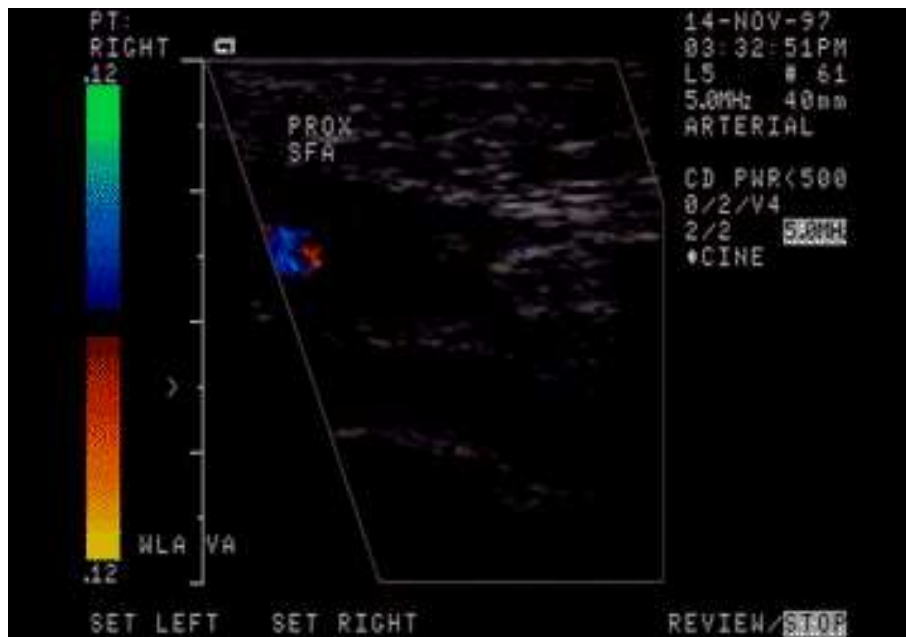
in alto: Stenosi con aliasing, color Doppler. Notare aliasing nell'arteria iliaca, indicativo di una zona di shift ad alta frequenza e possibile stenosi.
